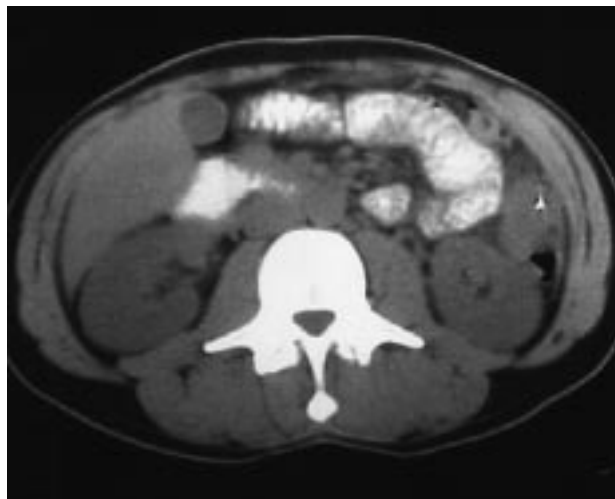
Tomografía computarizada abdominal: cuerpo extraño metálico en el ángulo esplénico del colon.
